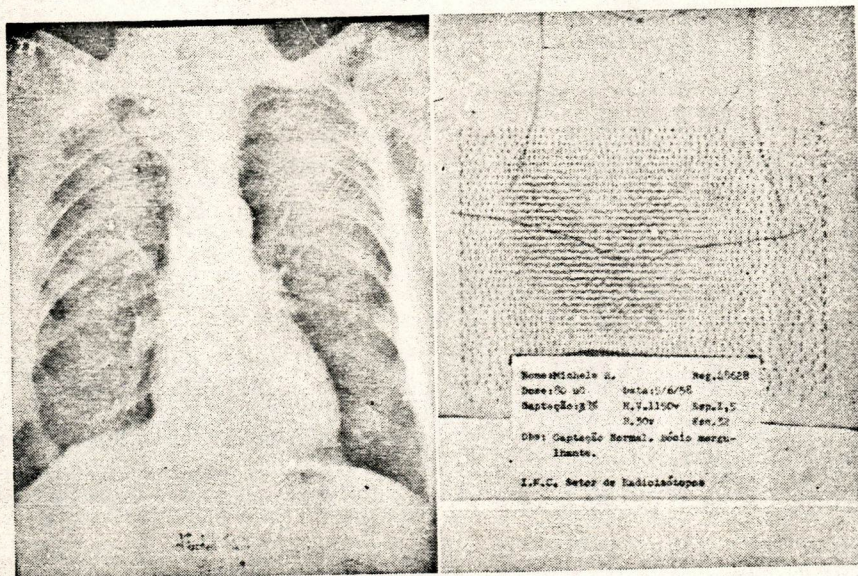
Radiografia do tórax mostrando formação anômala que a traçagem com radioiodeto evidenciou tratar-se de bócio intratorácico (mergulhante).
